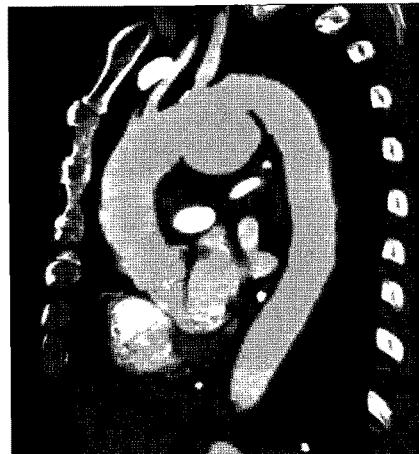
Computed tomography shows saccular aneurysm with intramural thrombus in the aortic arch.
